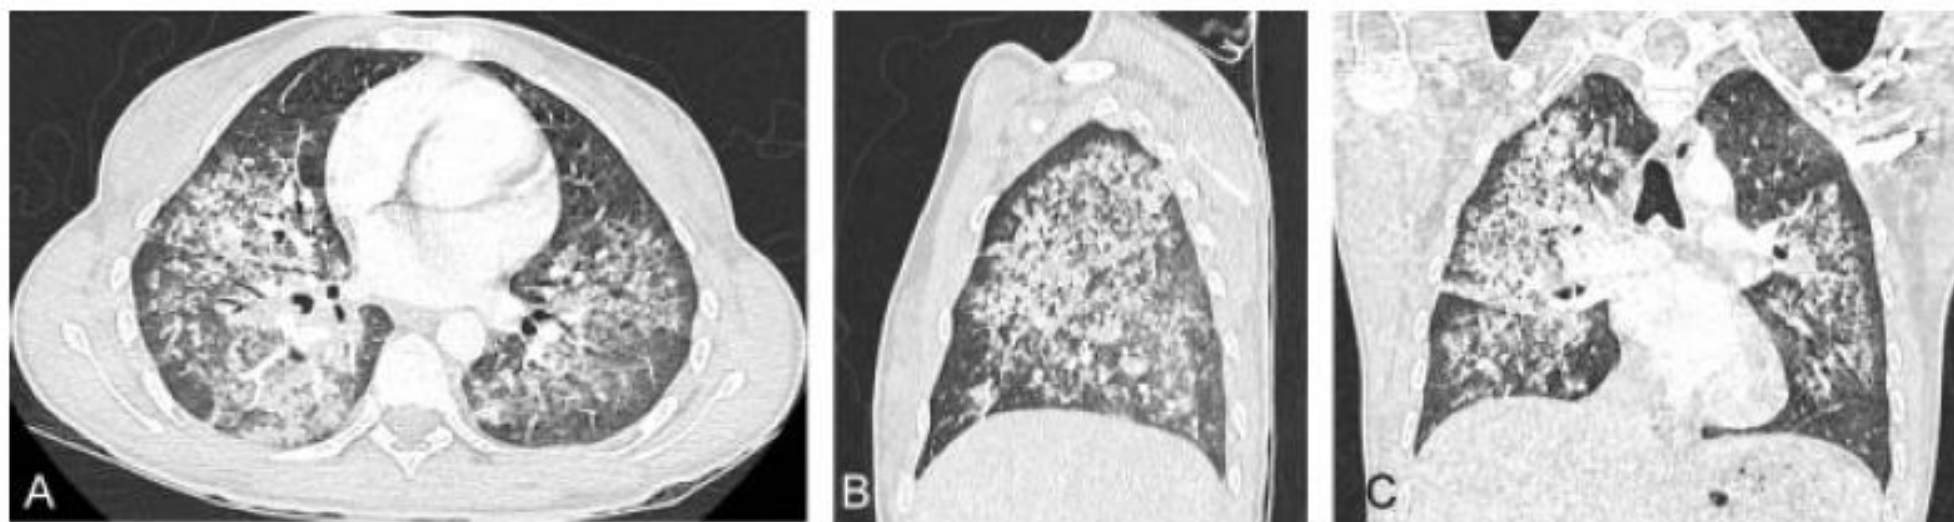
Chest HRCT (parenchymal windows) in a patient with granulomatosis with polyangiitis, demonstrating bilateral symmetrical pseudonodular lung consolidation suggestive of diffuse alveolar hemorrhage. (A) Axial view; (B) sagittal view; and (C) coronal view. Peripheral
